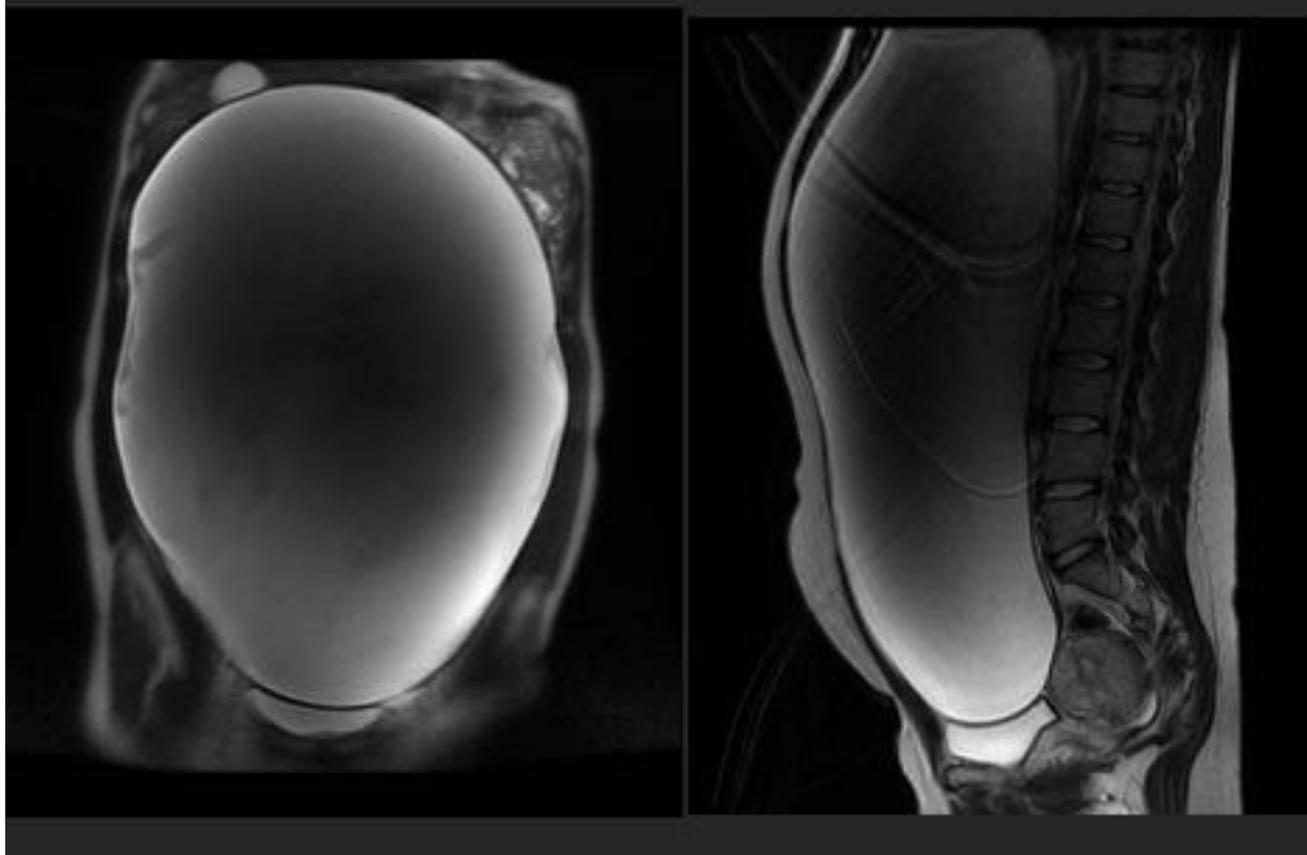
Caso 1: en la RM se observa la gran masa quística que ocupa la totalidad del abdomen y pelvis.
